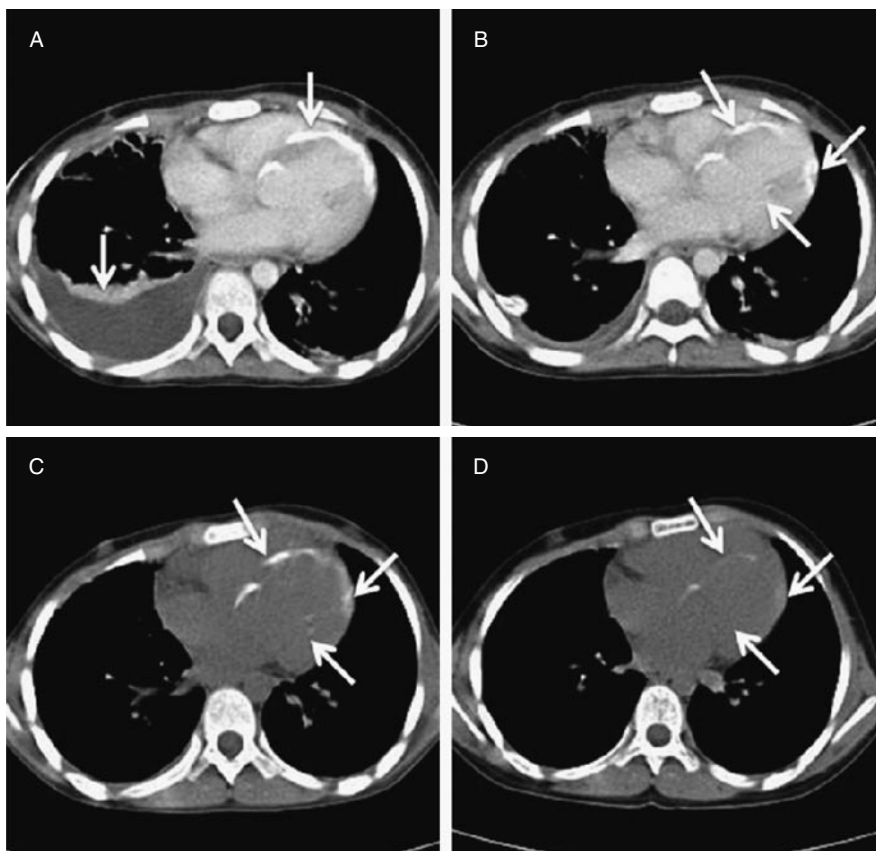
The images of Cardiac CT. The myocardial calcification and the empyema of the right thorax on the 38th day of the illness (arrows) (A). The empyema improved but the calcification of an anterior lateral wall and the papillary muscles of the left ventricle and the ventricular septum had no change on the 41th day of the illness (B). No change in the myocardial calcification on the 81th day of the illness (C). The region of the myocardial calcification reduced after one year (D).
